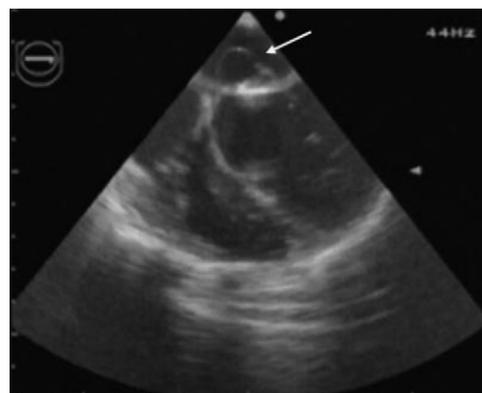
Plano 4 câmaras de um ecocardiograma transesofágico mostrando uma imagem sugestiva de abscesso (seta) localizado no folheto anterior da válvula mitral.
